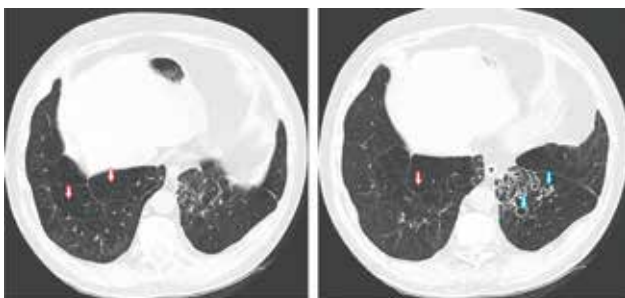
Признаки эмфиземы легких. КТ. Справа в базальных отделах визуализируются множественные участки повышенной воздушности ткани легкого (множественные, сливающиеся друг с другом буллы), слева – множественные БЭ (отмечены синими стрелками)
